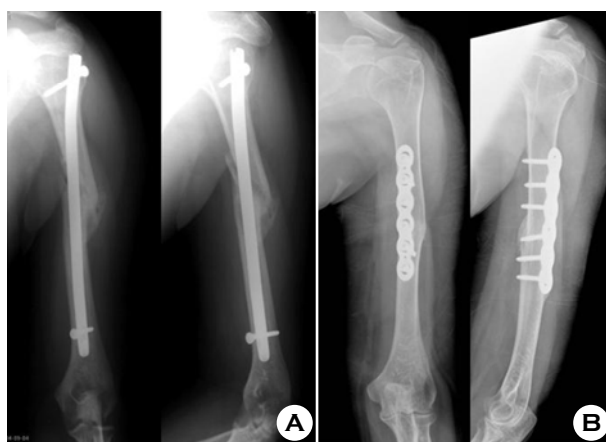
(A) Follow up radiographs of IM nailing after 6 months
